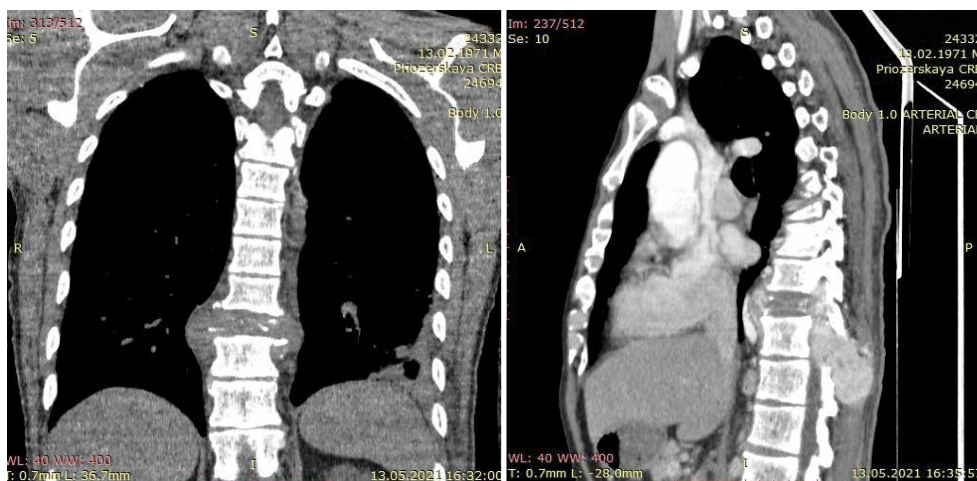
Компьютерная томография. Метастаз рака почки в Th10
